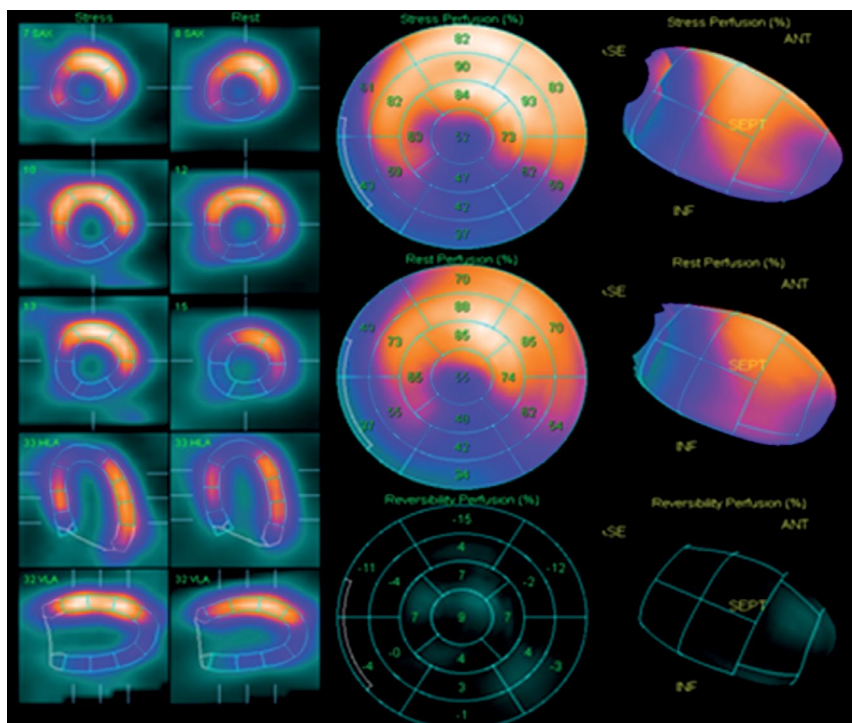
Графическое представление результатов клинического обследования перфузии миокарда методом однофотонной эмиссионной компьютерной томографии. Изображения получены с использованием программного пакета QPS при обследовании пациента в Федеральном государственном бюджетном учреждении «Национальный медицинский исследовательский центр кардиологии имени академика Е.И. Чазова» Министерства Здравоохранения Российской Федерации.
